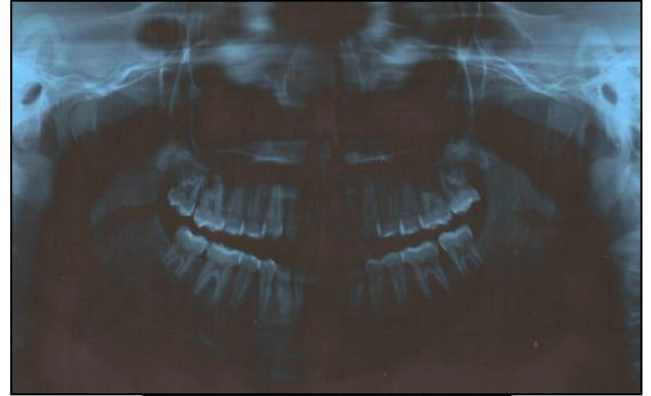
Radiografia panorâmica e padrão mesocefalométrico.
